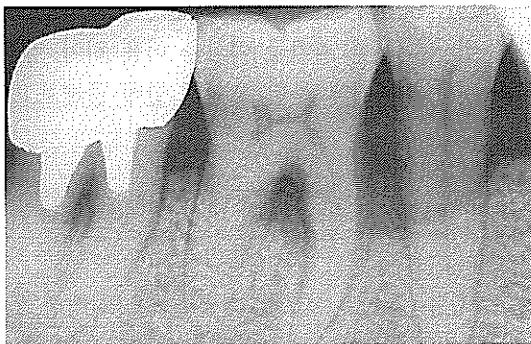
하악 우측 제 2소구치, 제 1대구치, 제 2대구치의 치근 이개부 및 수평적 치조 골 파괴 소견을 보이는 술전 방사선 사진
